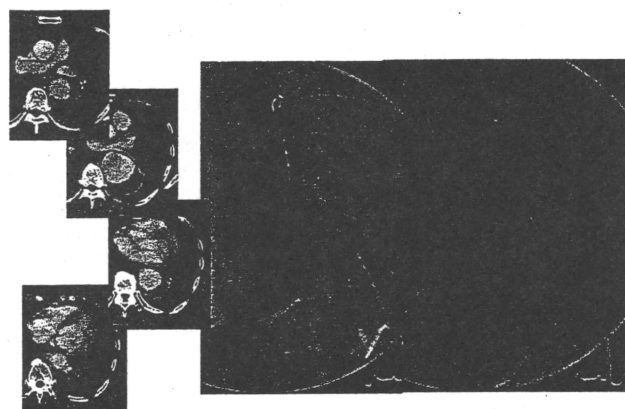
CT scan and angiogram demonstrating descending aortic aneurysm of the case 1.
